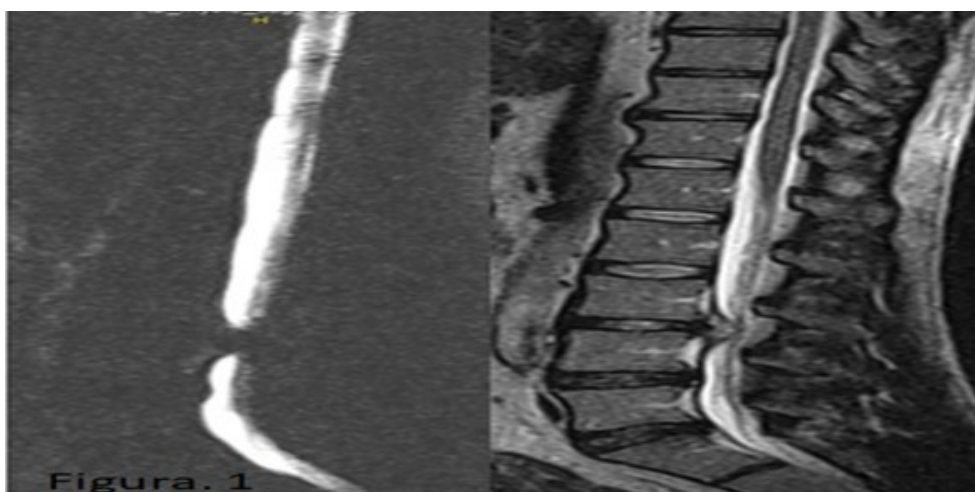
Detención de la columna de líquido cefalorraquídeo a nivel 3^{ra} y 4^{ta} vértebras lumbares (L3-L4) en la secuencia de resonancia magnética.
